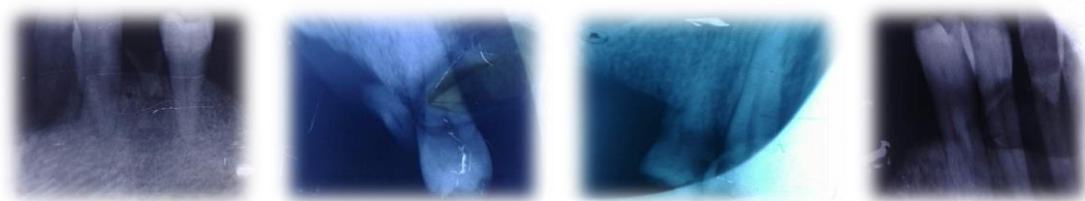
Radiographie retro-alvéolaire.
